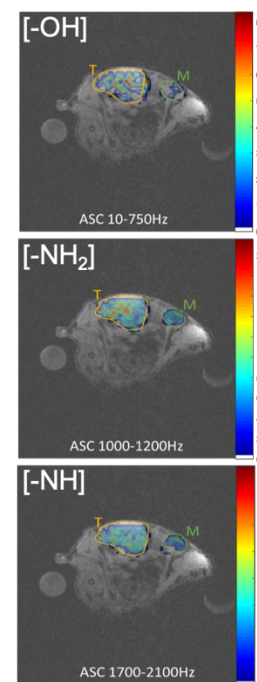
Cartographie obtenue en IRM-CEST *in vivo*
